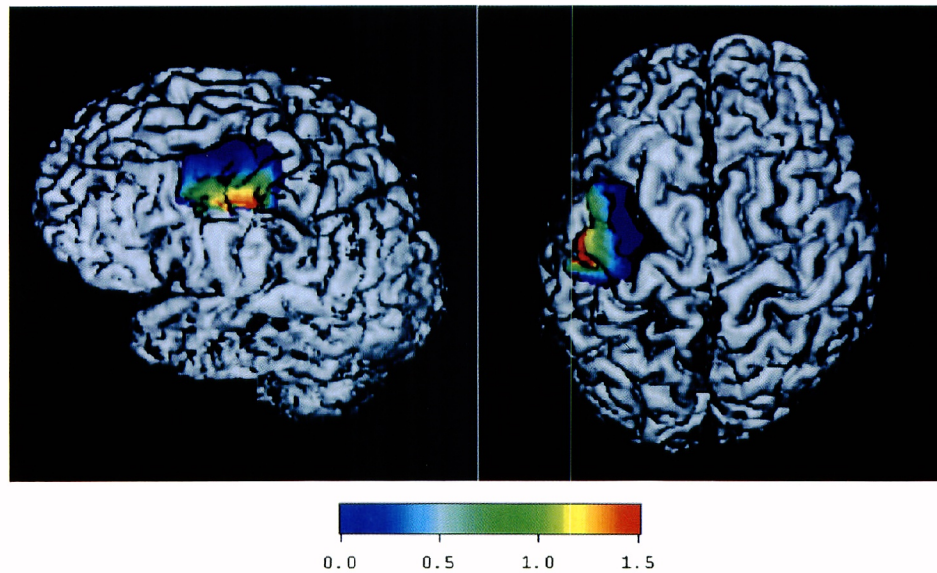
右指タッピングによる oxy-Hb の濃度変化. NIRS による画像を MRI 画像に重ねた.
